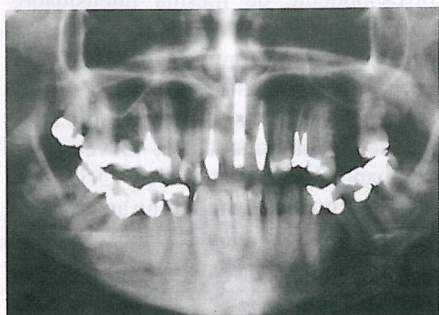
Radiografia panorâmica inicial, evidenciando implante osseointegrado na região do dente 21.
